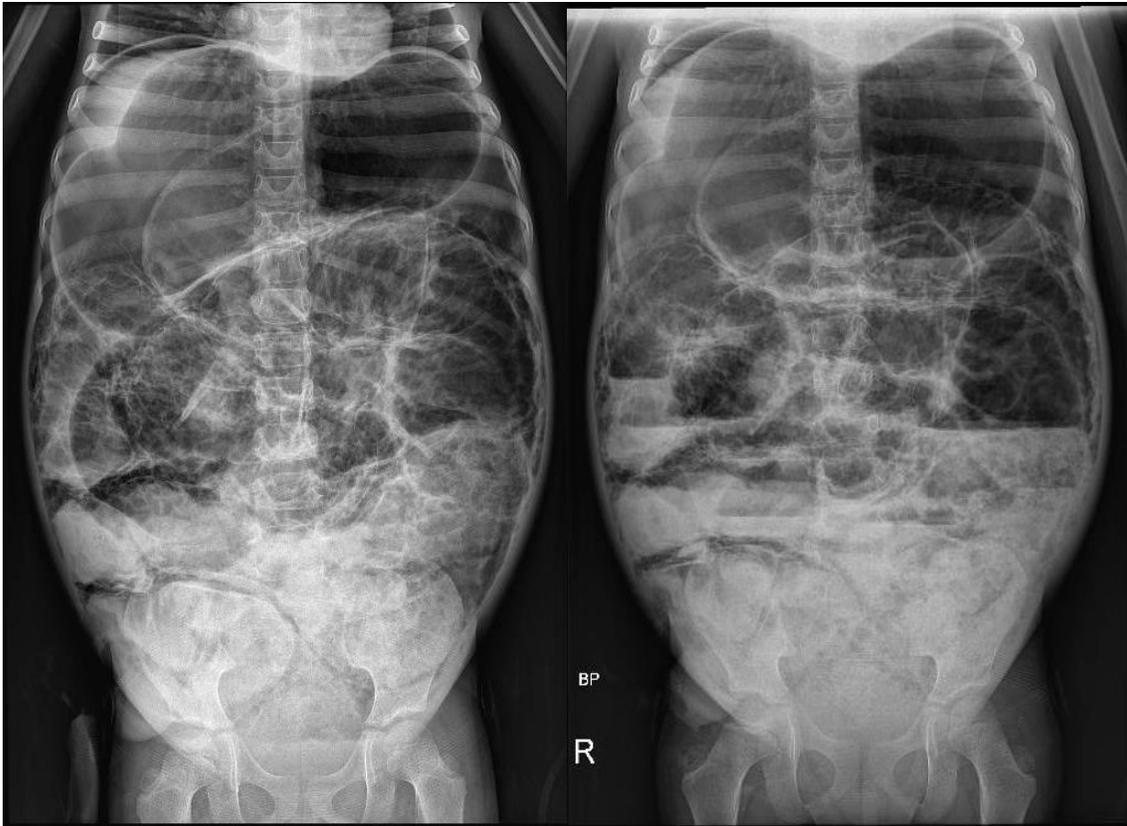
Radiografía de abdomen en 2 posiciones (01.02.21), se puede observar asas intestinales dilatadas, niveles hidroaereos y nulo gas distal.
